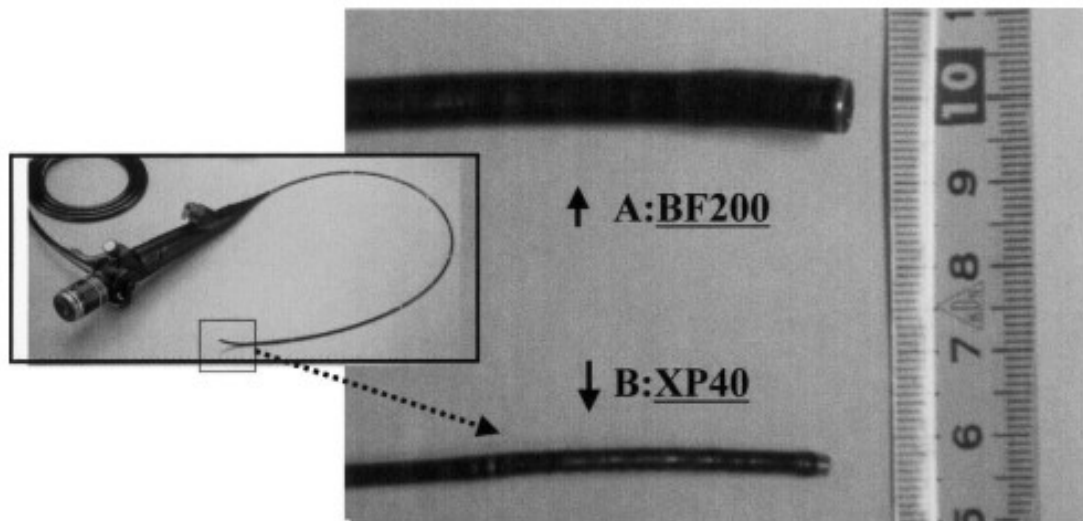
Confronto tra broncoscopio convenzionale (A) e broncoscopio ultrasottile (B)¹⁵⁷
